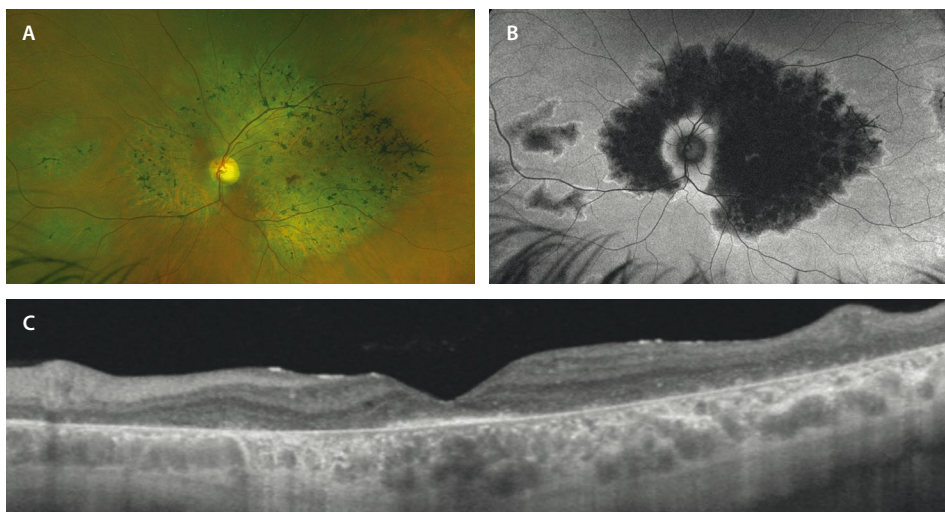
Retinosis pigmentaria inversa. Varón de 39 años con mala agudeza visual (0.1) desde los 18 años y electroretinograma de campo completo escotópico y fotópico alterados. Portador de la variante de significado clínico incierto c.701G>A y la variante patogénica c.784dupG del gen *RDH12*, compatible con retinosis pigmentaria autosómica recesiva. A) La retinografía muestra atrofia de toda la mácula (salvo el área foveal) que se extiende hacia el área parapapilar superior y nasal con espículas óseas sobre la misma (retinosis pigmentaria inversa). B) En la autofluorescencia se detecta una marcada hipoautofluorescencia a nivel de la zona de atrofia con borde hiperautofluorescente (queda una mínima isla central y peripapilar de retina sana). C) En la tomografía de coherencia óptica se objetiva una pérdida completa de capas externas a nivel macular, con cierta preservación a nivel foveal.
